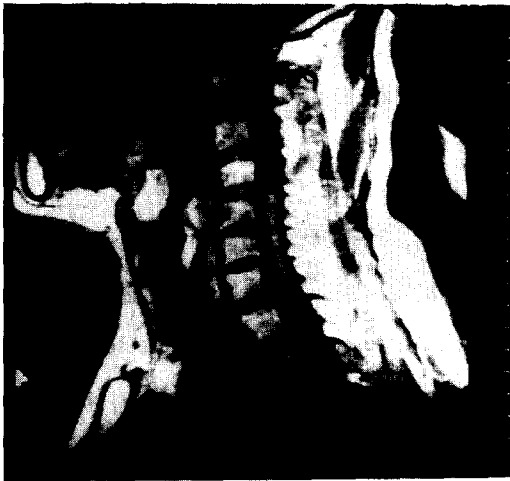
Postoperative MRI finding : mass density on prevertebral and deep cervical portion was disappeared.
